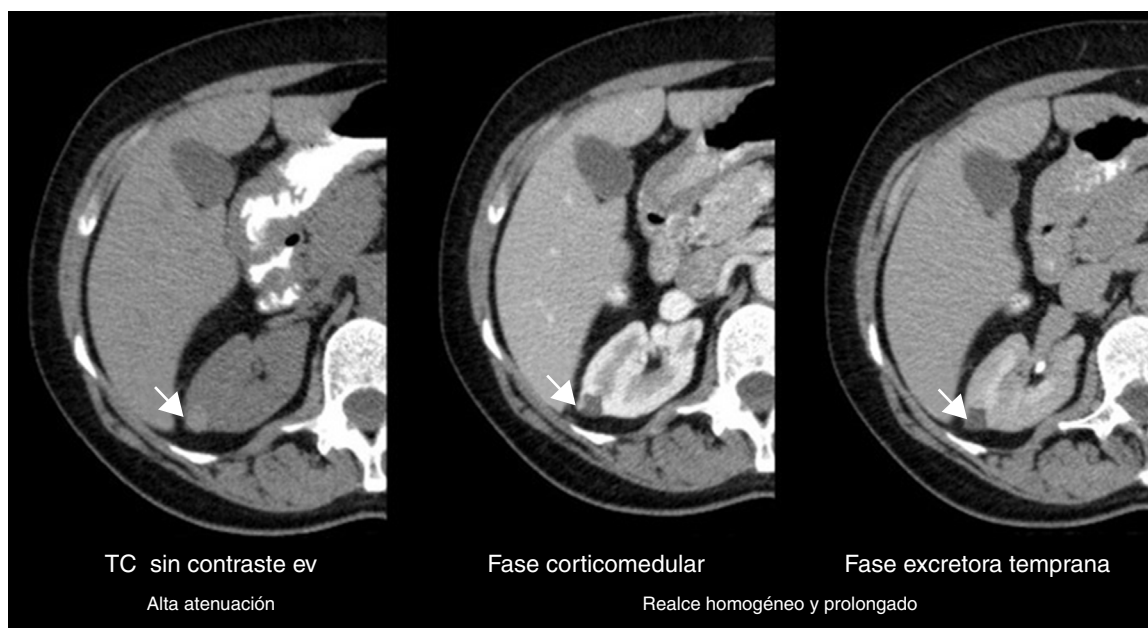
Tomografía computada de un angiomiolipoma renal atípico (flechas): patrón y realce en el tiempo.
